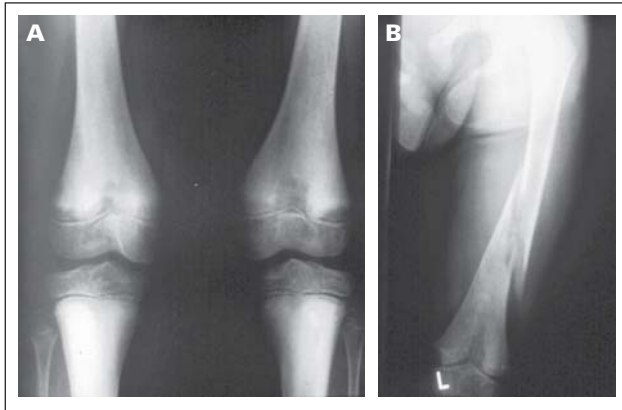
Konventionell radiologische Diagnostik. Röntgenbild A zeigte ein a. p.-Röntgenbild beider Kniegelenke. HP-typisch ist die inhomogene Knochenstruktur mit hypomineralisierten (Looser-Zonen) und kompensatorisch hypermineralisierten Regionen. Bild B zeigt eine Femurfraktur nach Bagateltrauma bei insgesamt inhomogener Knochenstruktur und pathologischer Mineralisation des distalen Femurs.
